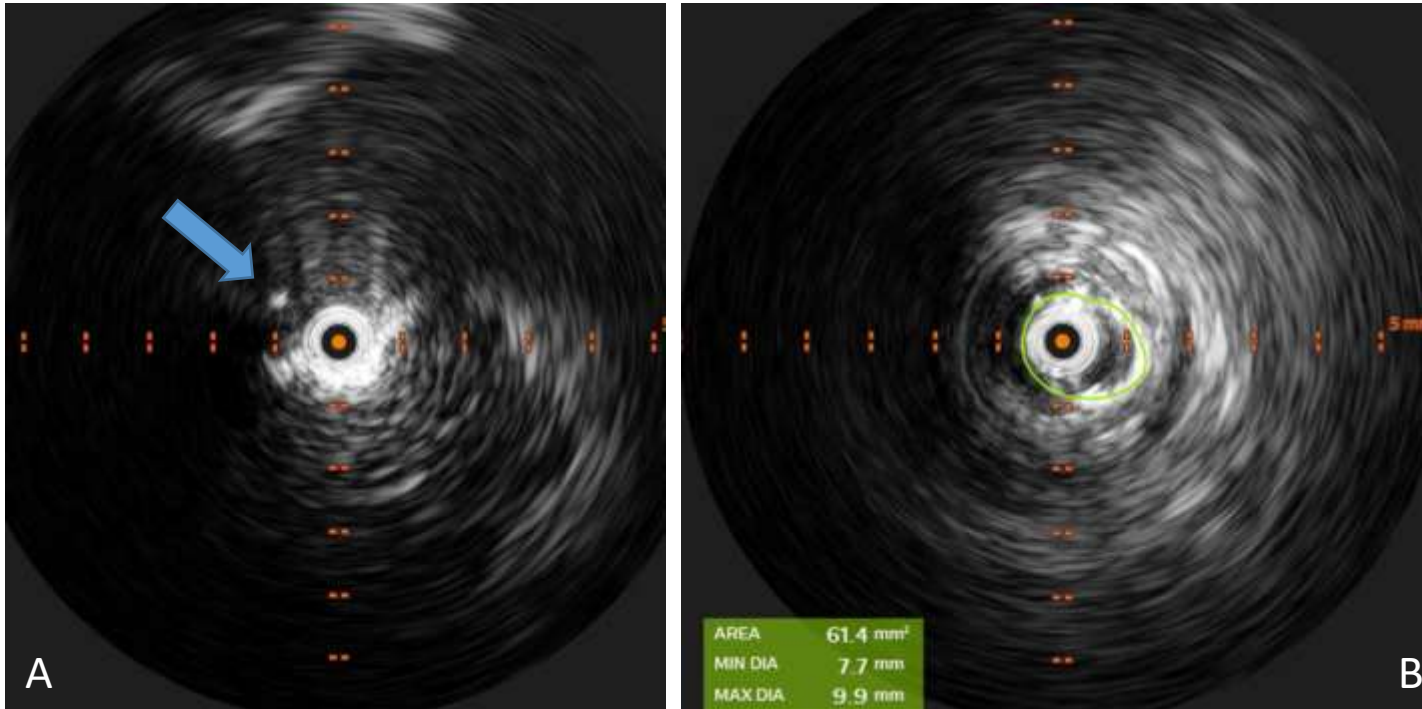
(A) Imagen de IVUS donde se observa la colocación de la guía hidrofílica en el interior de la vena cava inferior para orientar la visión de la ecografía intravascular (flecha azul en A).
